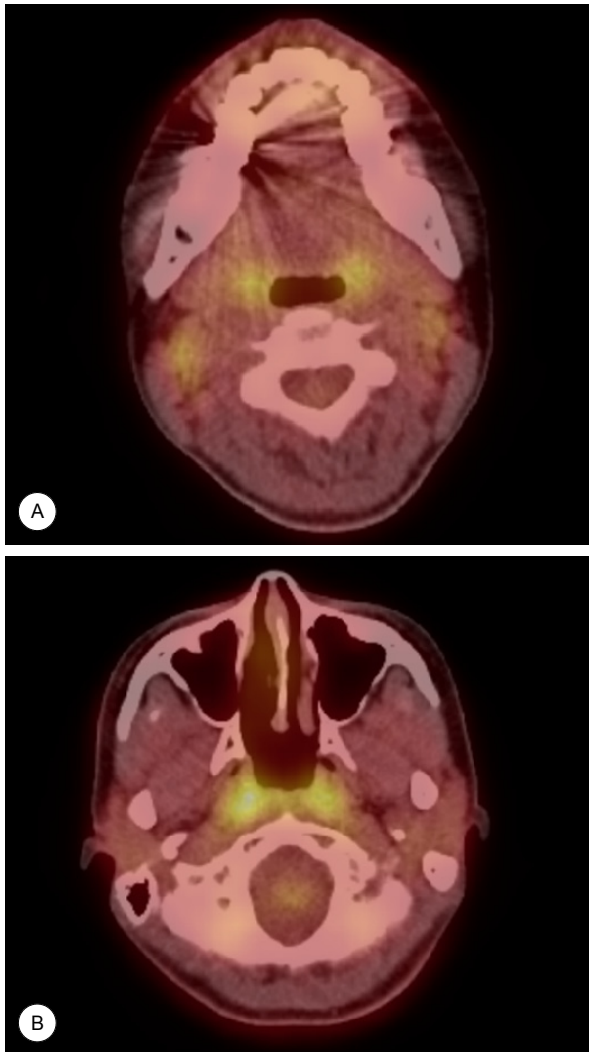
(A) PET-CT images taken 1 month after mass excision under local anesthesia : show no clearly defined hypermetabolic lesion in the left retroauricular area. (B) PET-CT images taken 1 month after mass excision under local anesthesia : There are mildly increased signals at both neck levels II.
